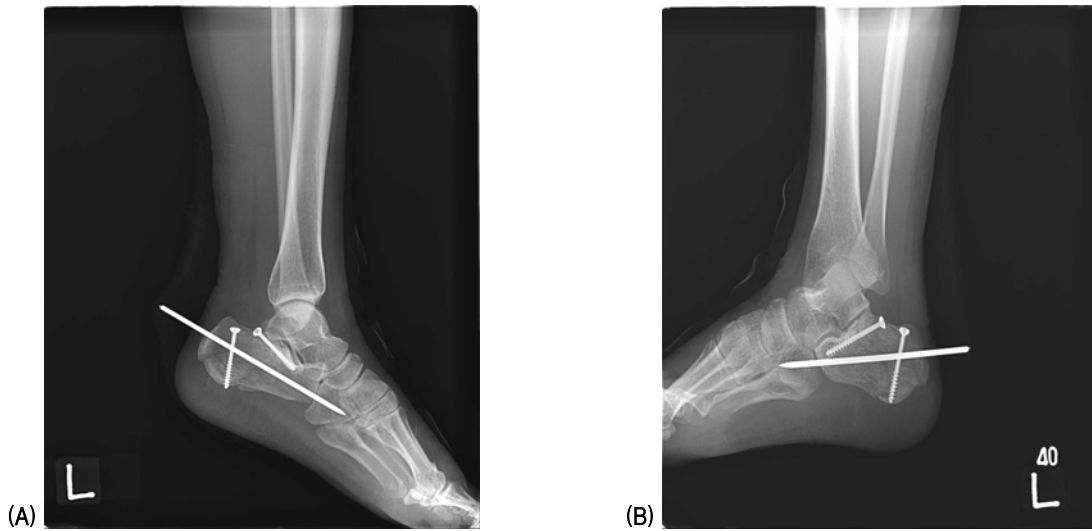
The simple radiograph shows proper position of cancellous screws and anatomical reduction of subtalar joint. (A) Lateral view (B) 40° Broden's view.
